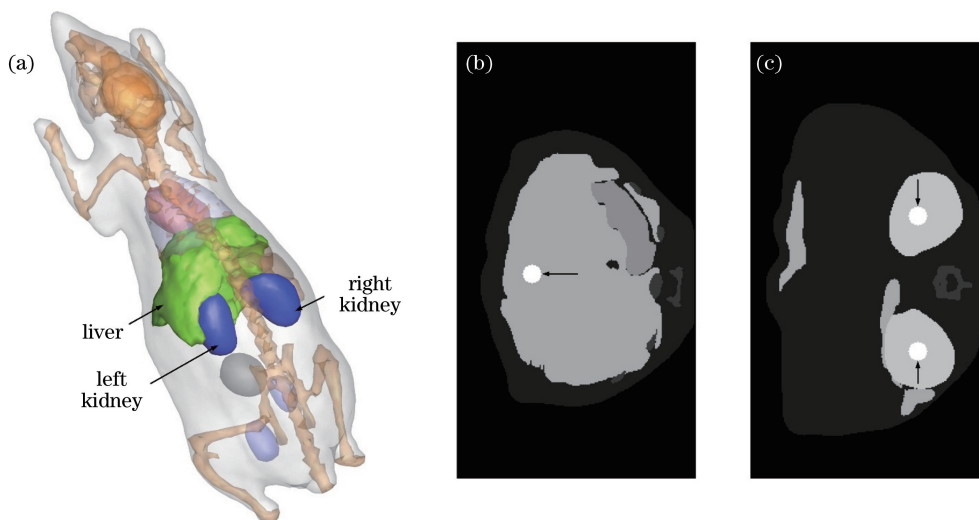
(a)数字鼠模型;(b)单光源 CT 切片;(c)双光源 CT 切片
